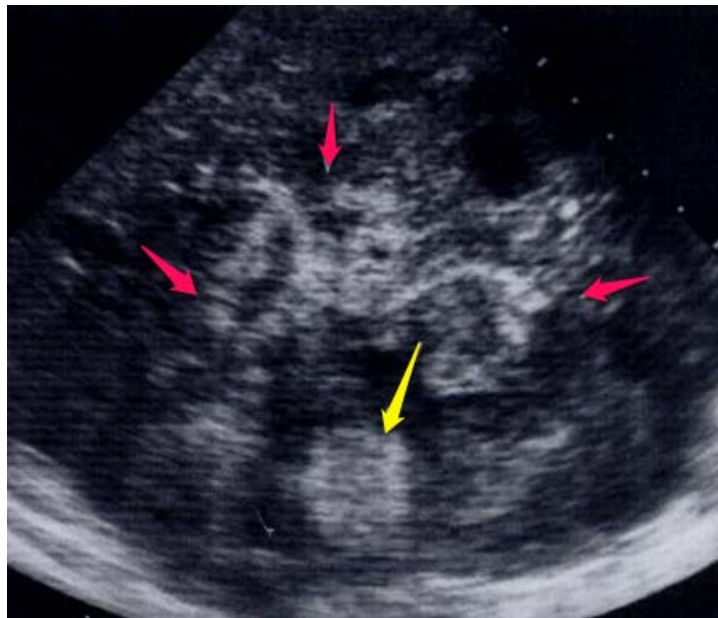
Angiosarcome hépatique multinodulaire. L'échographie met en évidence un nodule hyperéchogène (flèche jaune) qui correspond à un foyer d'hémorragie au sein de la masse hétérogène (flèches rouges) [38].
